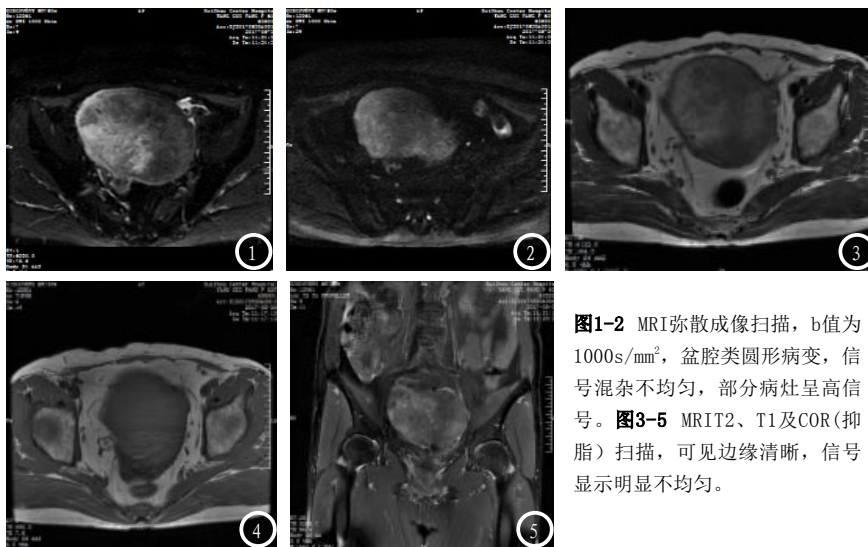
MRI弥散成像扫描,b值为1000s/mm²,盆腔类圆形病变,信号混杂不均匀,部分病灶呈高信号。图3-5 MRIT2、T1及COR(抑脂)扫描,可见边缘清晰,信号显示明显不均匀。
